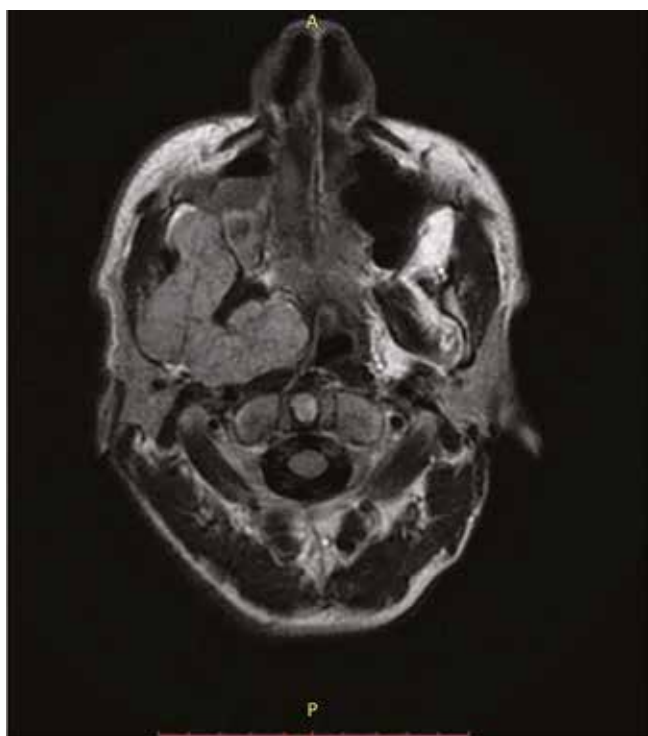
МРТ головы пациента с венозной мальформацией в правой крылонебной ямке в аксиальной проекции
